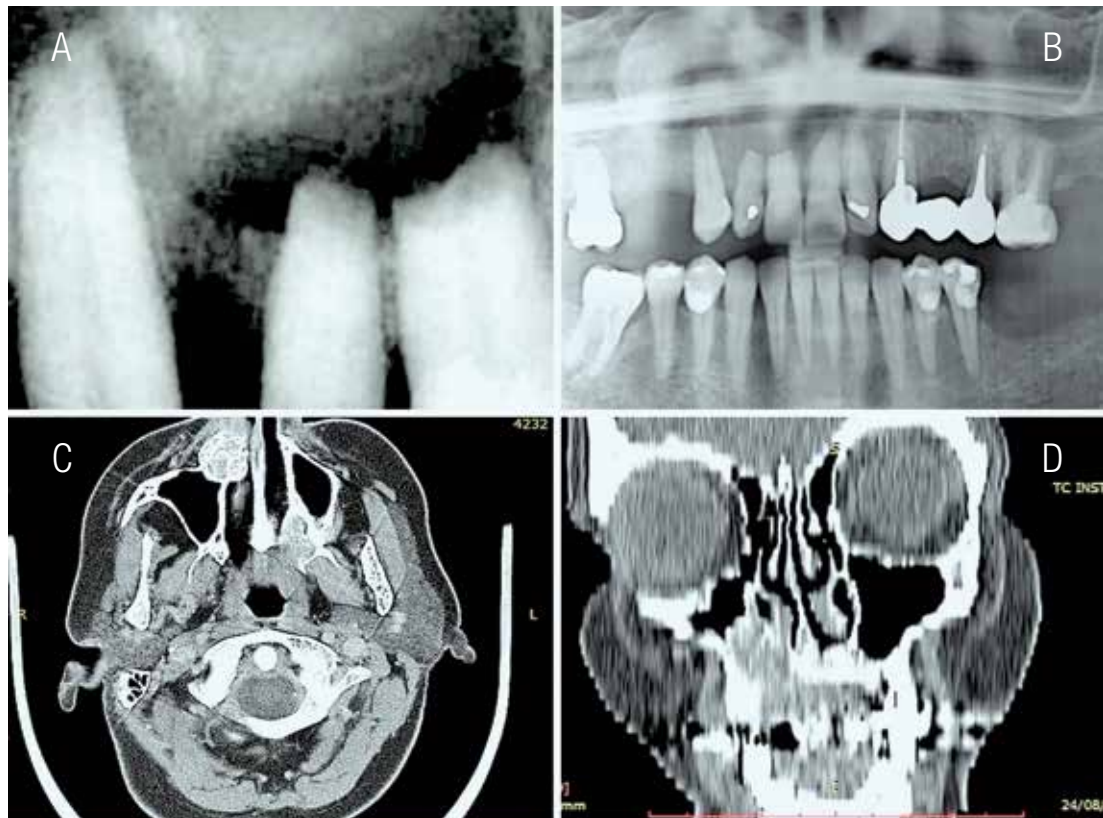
A. Radiografía periapical que demuestra claramente la rizólisis de los elementos dentarios involucrados en la masa tumoral. B. Ortopantomografía: masa osteolítica en la región maxilar superior derecha, involucrando incisivos y canino del mismo lado, que sobrepasa discretamente la línea media, llegando a involucrar región sinusal derecha y de fosas nasales. La delimitación de los márgenes tumorales no es clara. C-D. Tomografía Axial Computada Maxilar superior, que demostró la presencia de una lesión expansiva tumoral en maxilar superior derecho con importante destrucción ósea, acompañado por tejido de densidad variable de partes blandas. Áreas de calcificación intratumoral de aspecto condroide. La lesión erosionó paladar duro, pared antero-medial del seno maxilar y piso de fosa nasal. Su tamaño aproximado midió 45 mm en sentido céfalo-caudal x 34 mm en sentido transversal x 28 mm en sentido antero-posterior. De menor tamaño, se observó otra lesión similar que compromete pared posterior de seno maxilar, margen posterior de paladar duro y región de apófisis pterigoides.
